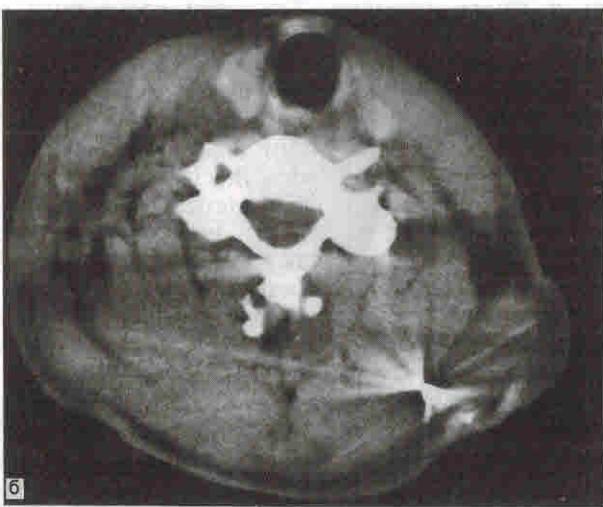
Огнестрельное рикошетирующее ранение у пострадавшего К. а — спондилограмма в боковой проекции. Перелом остистого отростка позвонка  $C_{IV}$  и дуги позвонка  $C_V$ ; б — компьютерная томограмма. Пуля в мягких тканях шеи на уровне позвонка  $Th_1$ .
